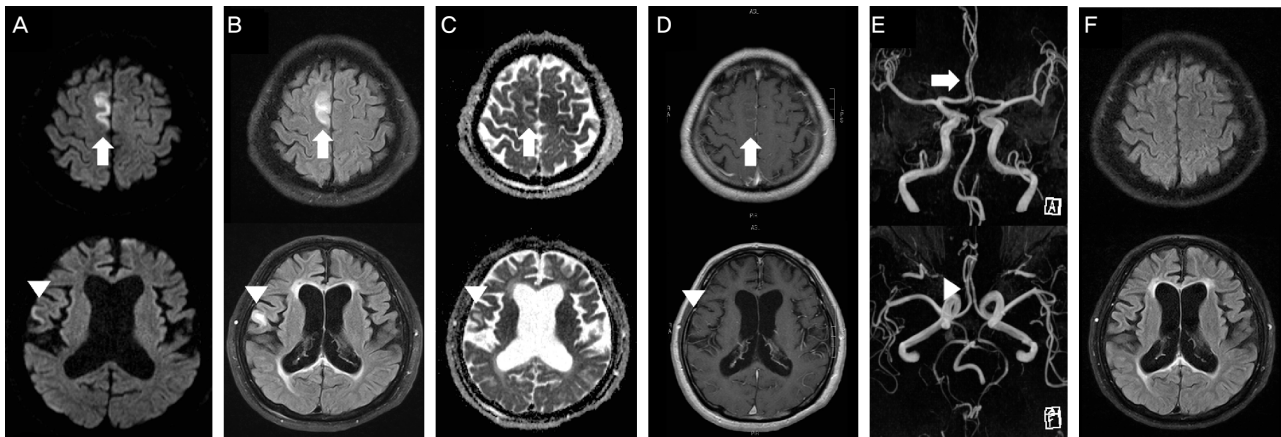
The lesions of seizure induced brain edema involving cortical and subcortical area. The MRI and MR angiography were performed 3 days after the onset of hemiparesis (A, B, C, D and E). High signal intensities were seen around the cortical area of the medial portion of the right superior frontal gyrus (arrow, upper line) and the cortical area of the precentral gyrus of the right hemisphere (arrow head, lower line) in diffusion-weighted images (DWIs) (A). In fluid attenuated inversion recovery (FLAIR) images, the high signal intensities were much more prominent in the subcortical areas than in the cortical areas (arrow and arrow head) (B). In apparent diffusion coefficient maps, the cortical lesions were observed as low signal intensities and the subcortical lesions observed as high signal intensities (arrow and arrow head) (C). The lesions were partially enhanced (arrow and arrow head) in T1-weighted images with contrast enhancement (D). Diameter of the right anterior cerebral artery was dilated (arrow and arrow head) compared with that of the left anterior cerebral artery in MR angiographies (E). The lesions disappeared in the MRI performed one and half months later (F).
